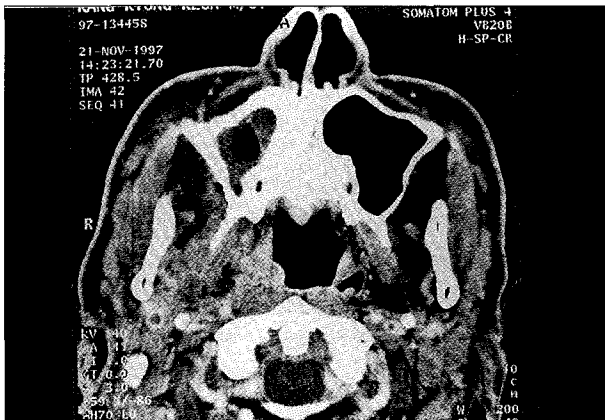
입원 5일째 CT상 부인두 간극부위의 염증과 편위된 인후벽이 회복되어짐.
